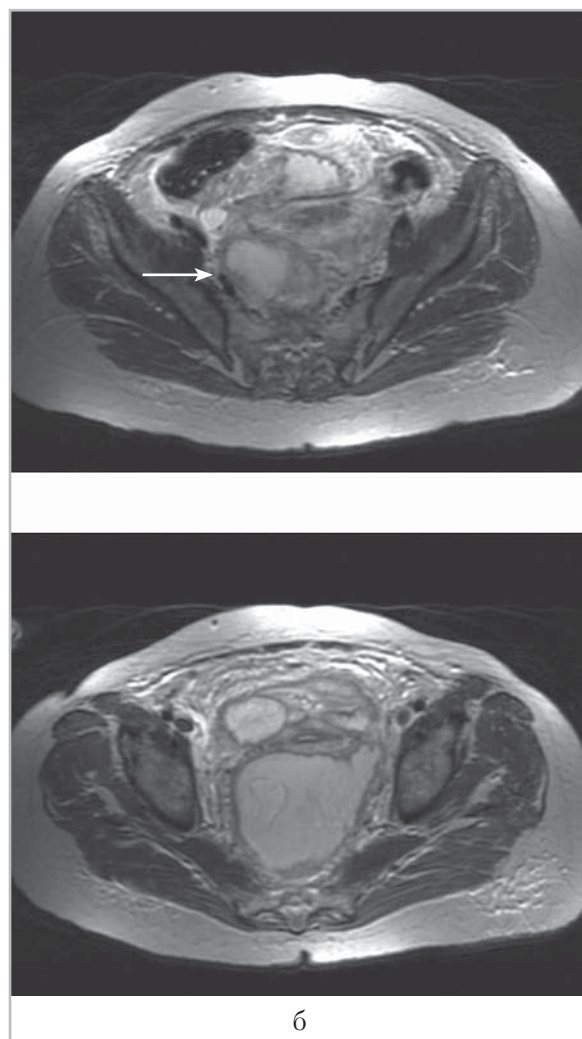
На МР-томограммах малого таза в аксиальной проекции (STIR) определяется образование повышенного сигнала округлой формы с неровными контурами, толстой капсулой и неоднородной структуры за счет наличия перегородок (*стрелка*), прилежащее к задней стенке матки
